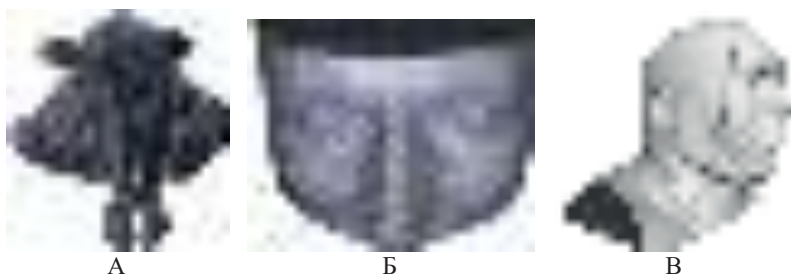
Візуалізація анатомічних структур обличчя людини за КТ-даними (а – воксельна полігональна модель верхніх дихальних шляхів; б – воксельна полігональна модель ділянки обличчя людини; в – об'ємна візуалізація обличчя людини методом відкидання променів)
